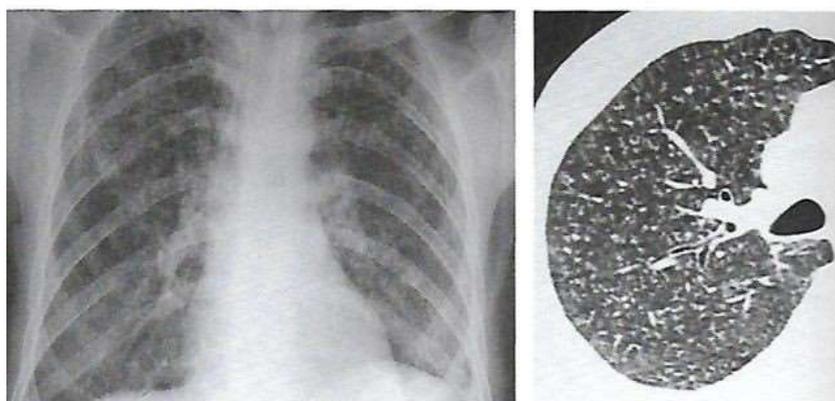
Radiografia e TC do tórax com infiltrado micronodular difuso em paciente com tuberculose miliar.
